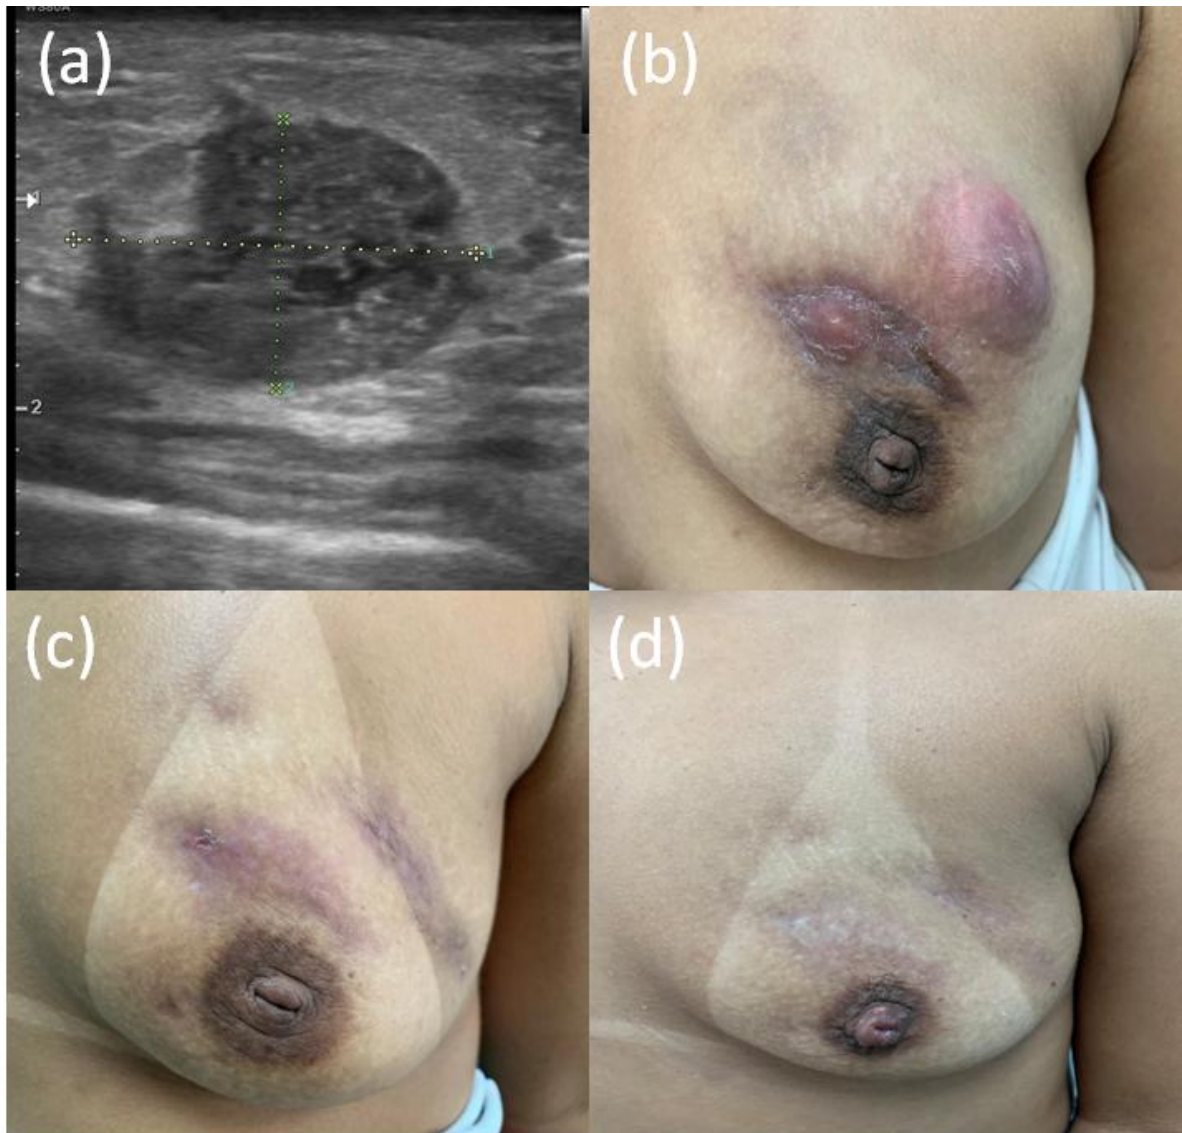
Patient with a presumed diagnosis of breast Tuberculosis. a) Breast ultrasound showing a solid hypoechoic nodule with circumscribed margins in the left breast; b) Left breast showing abscesses, scars and fistulas in the 6th week of treatment for breast Tuberculosis; c) Left breast showing abscesses, scars and fistulas on the 3rd. month of treatment for breast Tuberculosis; d) Left breast showing clinical improvement 10 months after starting treatment.
